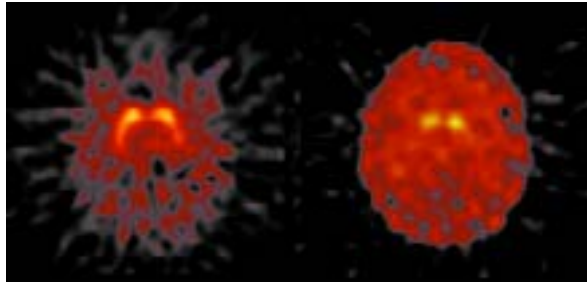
SPECT de perfusió amb  $^{99m}\text{Tc}$ -HMPAO. La secció axial de l'esquerra mostra la distribució del traçador, gairebé simètrica, en un subjecte sa. Les zones més captants estan associades a matèria grisa (colors taronja-vermell), la matèria blanca és menys captant (groc) i els ventricles tenen una captació gairebé nul·la (negres). La secció de la dreta correspon a un cas de demència d'Alzheimer, presentant una distribució anòmala -respecte al control- i asimètrica. La hipoperfusió parietal (part inferior de la imatge) és característica d'aquesta patologia.*
